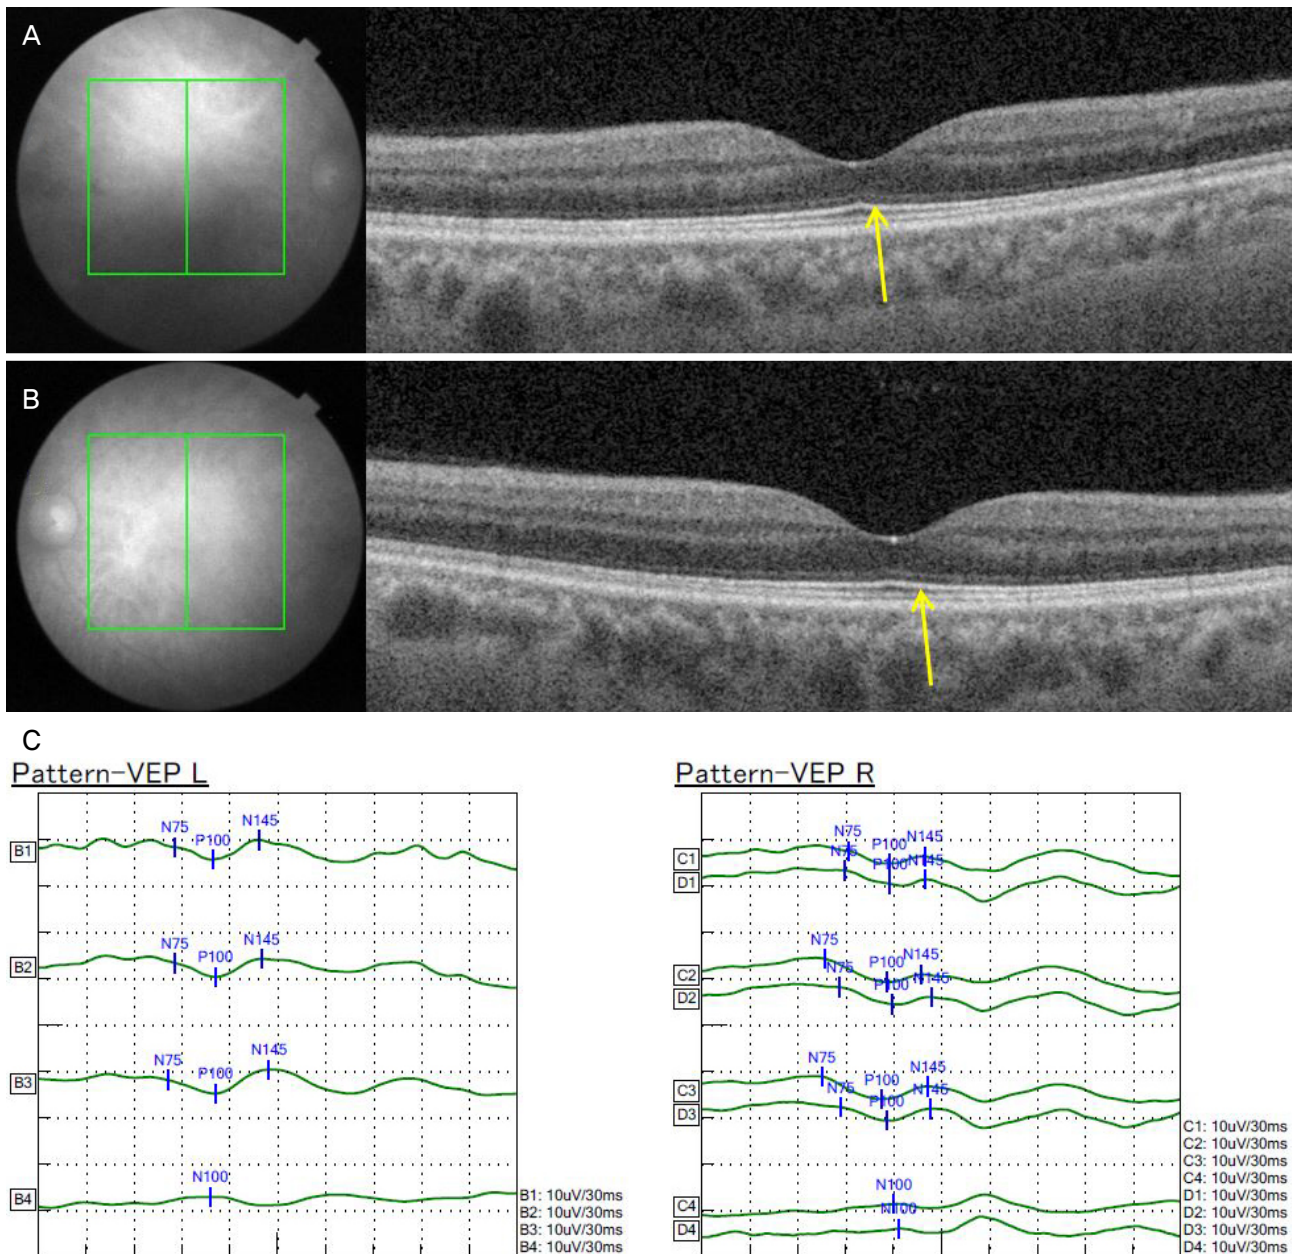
Initial macular OCT findings and initial VEP test. Arrows (A, B) show normal ellipsoid zone on both eyes. (C) Pattern VEP test shows slightly decreased P100 amplitude on both eyes. OCT = optical coherence tomography; VEP = visual evoked potential.
